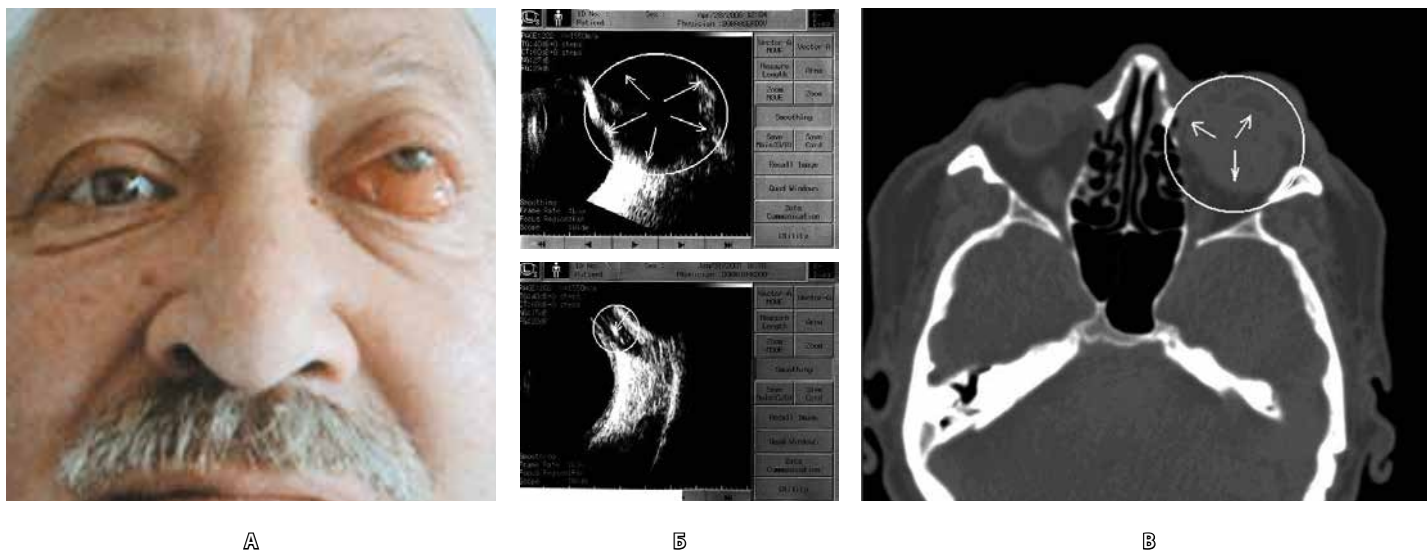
Больной К., 66 лет. Меланома кожи левой голени и диффузная В-крупноклеточная лимфома периферических и забрюшинных лимфоузлов в стадии ремиссии. Острое воспаление тканей левой орбиты: А – внешний вид; Б – ультразвуковая томограмма левой орбиты, стрелками указана «плюс-ткань», видна деформация левого глаза; В – компьютерная томограмма орбит, стрелками указана «плюс-ткань»
